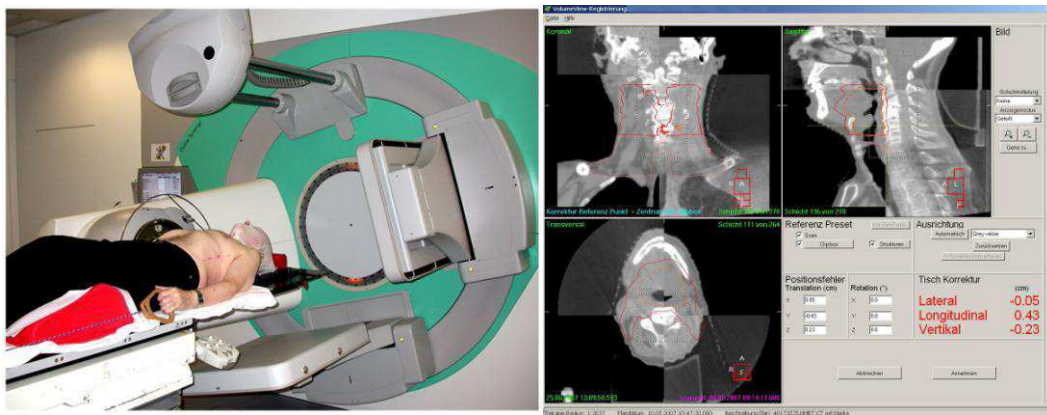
a. (links): Die für die Aufnahme von Volumen-CT verwendete Röntgenröhre (links oben) und das dazu gehörende EPID (unter dem Patiententisch) sind direkt am Bestrahlungsgerät befestigt. In der rechten Bildhälfte ist das EPID sichtbar, mit dem 2-dimensionale Bilder aus der Sicht des Therapiestrahles (engl.: *Beam's Eye View*) aufgenommen werden.
